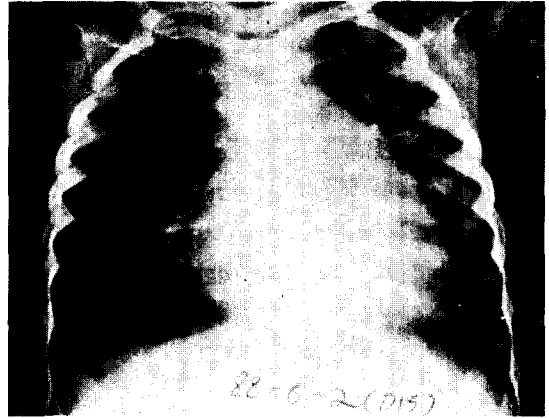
Postoperative Chest Simple X-ray
